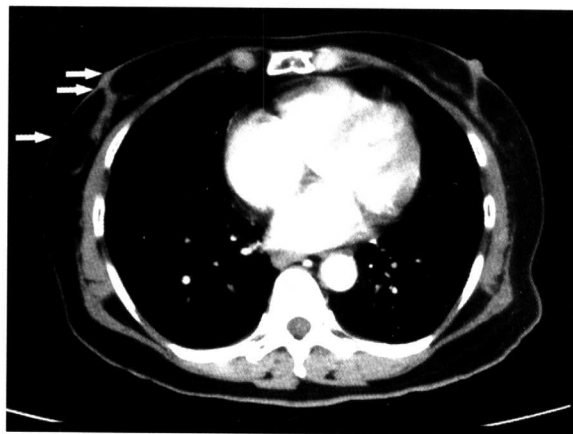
正常乳腺 (皮肤、乳头、乳晕 CT 表现 (箭头))
